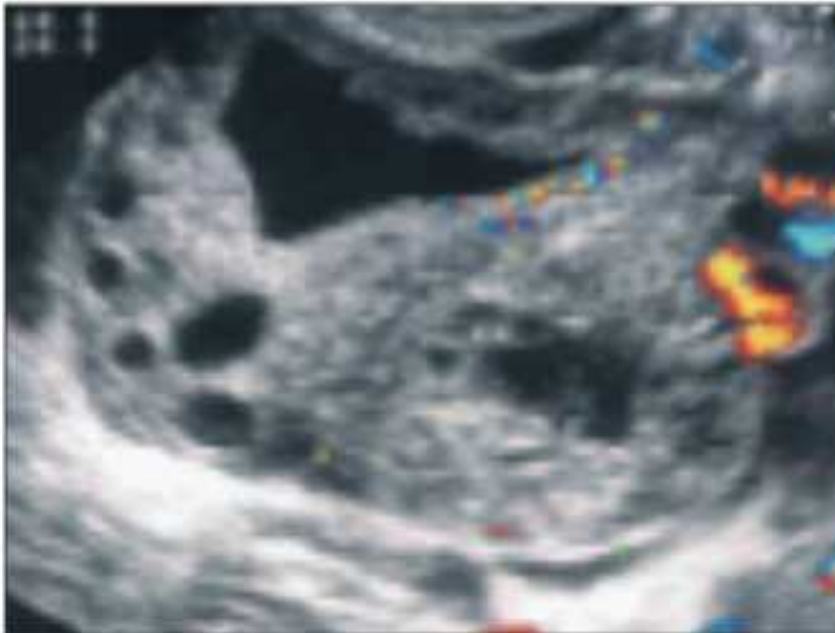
Ecografía de una gestación ectópica.
